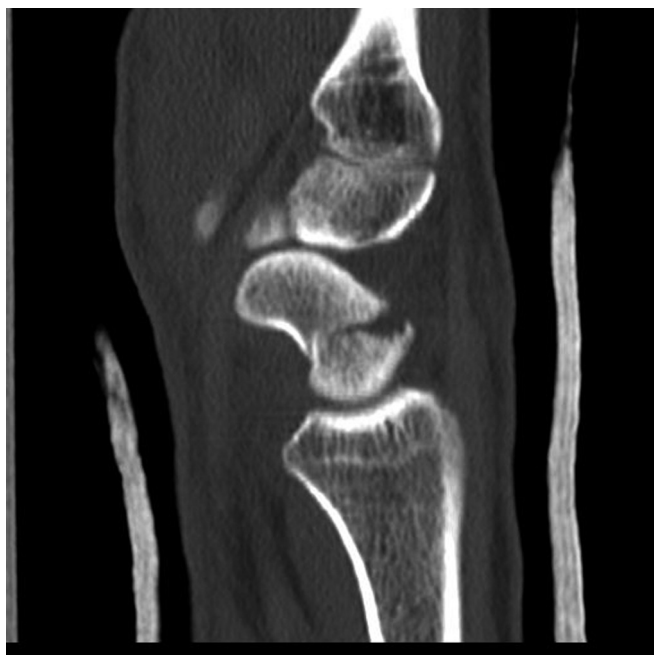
Tomografía computarizada de muñeca realizada a las 3 semanas. Corte sagital. Fractura transversal de tercio medio de escafoides no consolidada, con angulación palmar de 115°.
